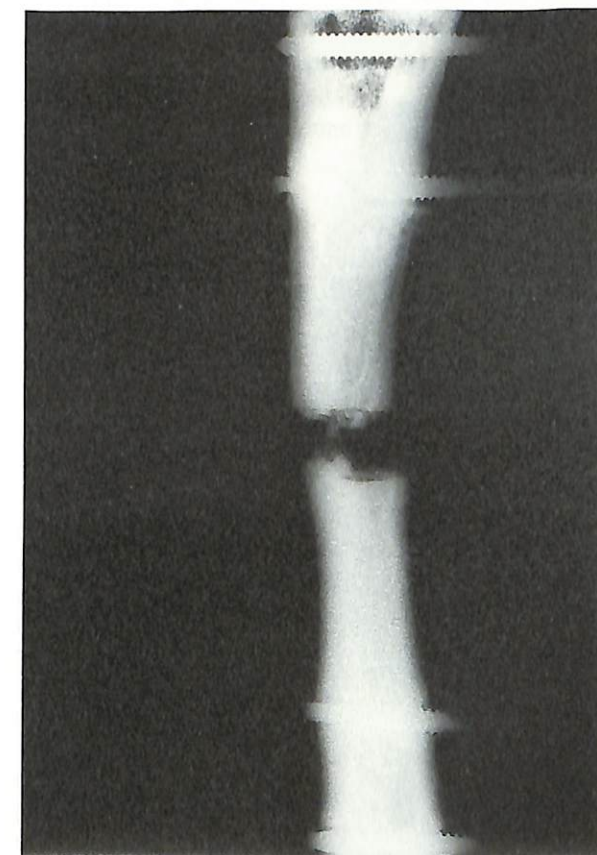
Radiografía al mes de la intervención. Grupo inyectado con médula ósea con densidades en el foco de elongación.
